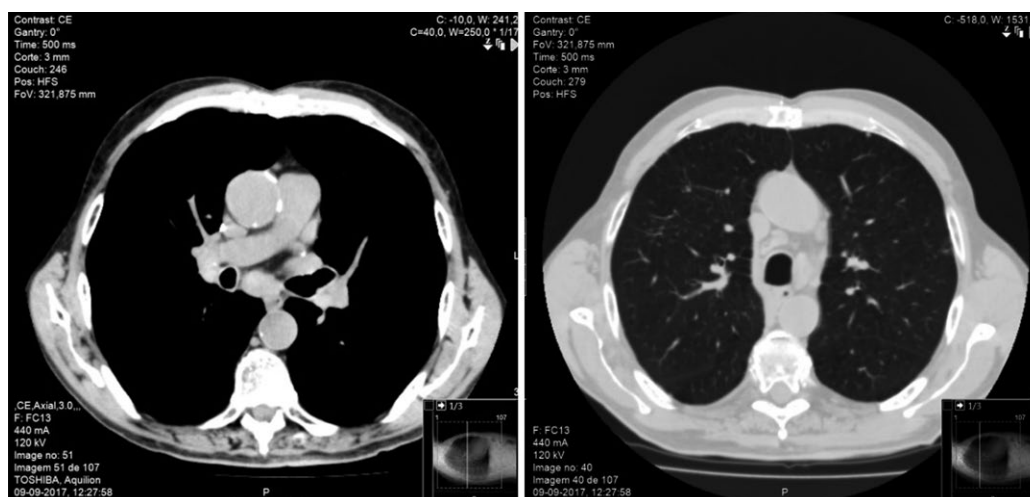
TC-Tórax de avaliação após tratamento tuberculose.
